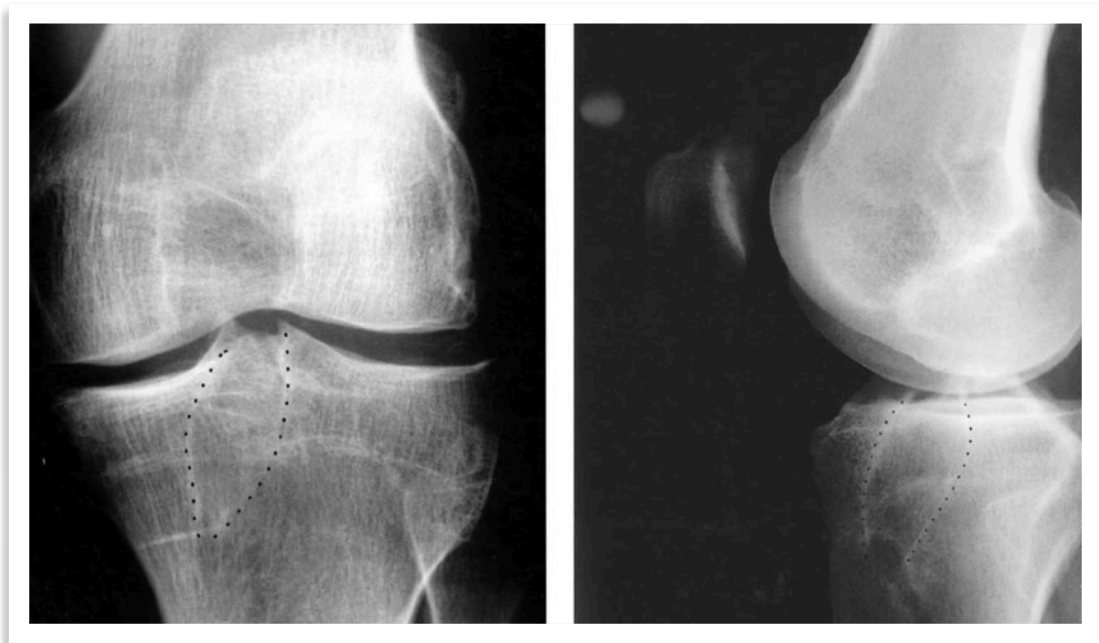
Radiografía. Se aprecia en la tibia el ensanchamiento del túnel en los dos planos.
